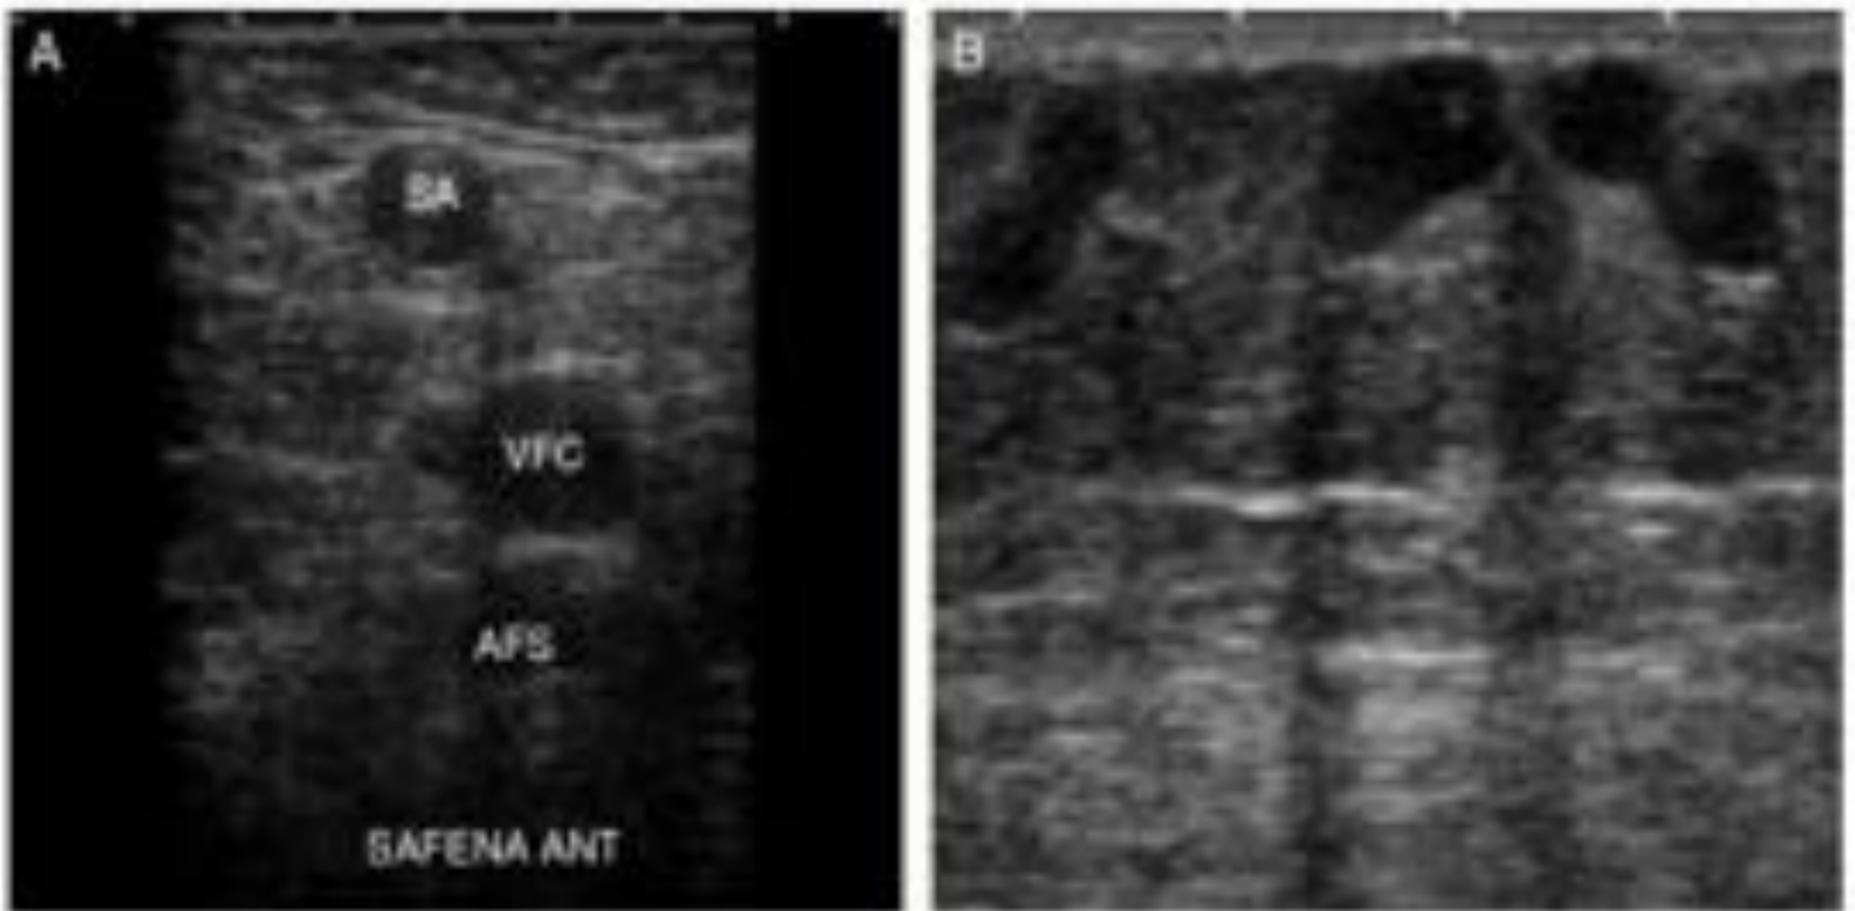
Ecografía en modo B y Doppler color de extremidad inferior. A) La vena safena anterior ocupa una posición anterior a las venas del SVP. B) Red terciaria en el tejido celular subcutáneo. SA: Safena anterior; VFC: Vena femoral común; AFS: Arteria femoral superficial.
